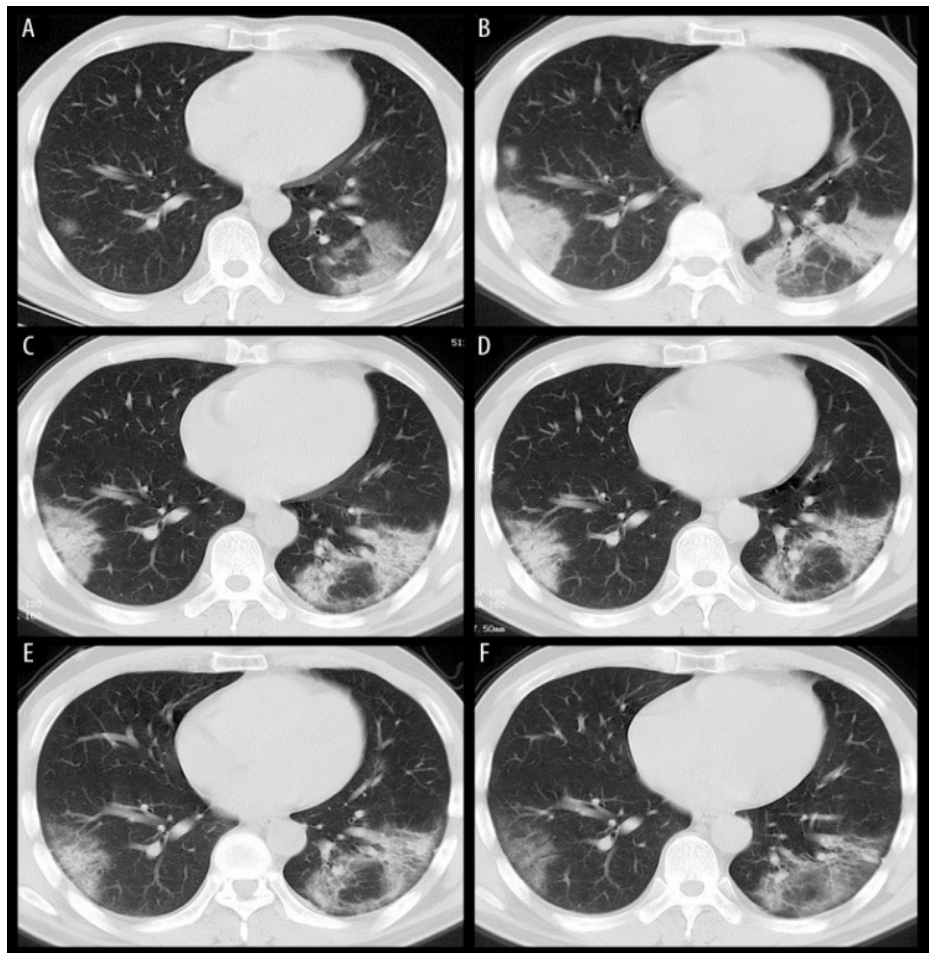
Gambaran CT toraks *intermediate* COVID-19
